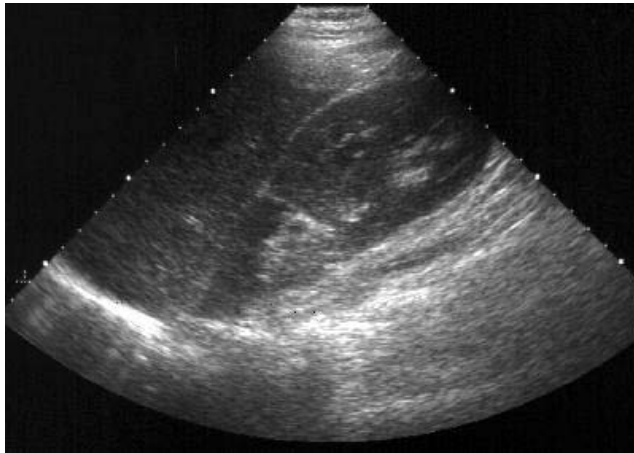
Pielonefrită localizată –ecografie
